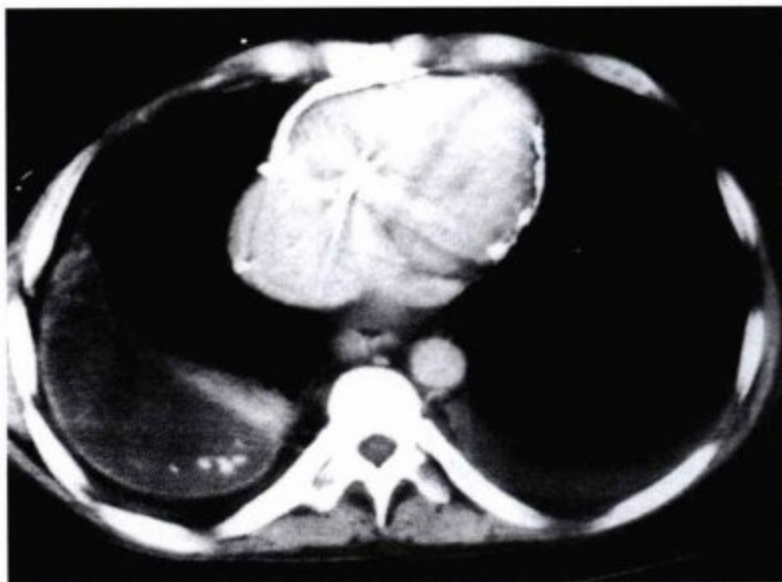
心包钙化。增强胸部 CT。尽管空间分辨率不高,仍可以轻易识别心脏两侧游离壁的心包增厚和钙化。受部分容积效应的影响,对心包增厚和钙化的显示会高估。
